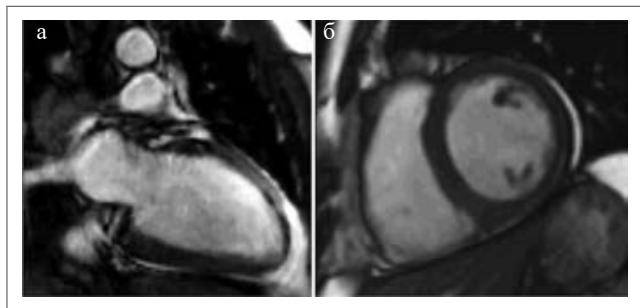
Кино-МРТ: а – 2-камерная длинная ось ЛЖ; б – 2-камерная короткая ось ЛЖ.
